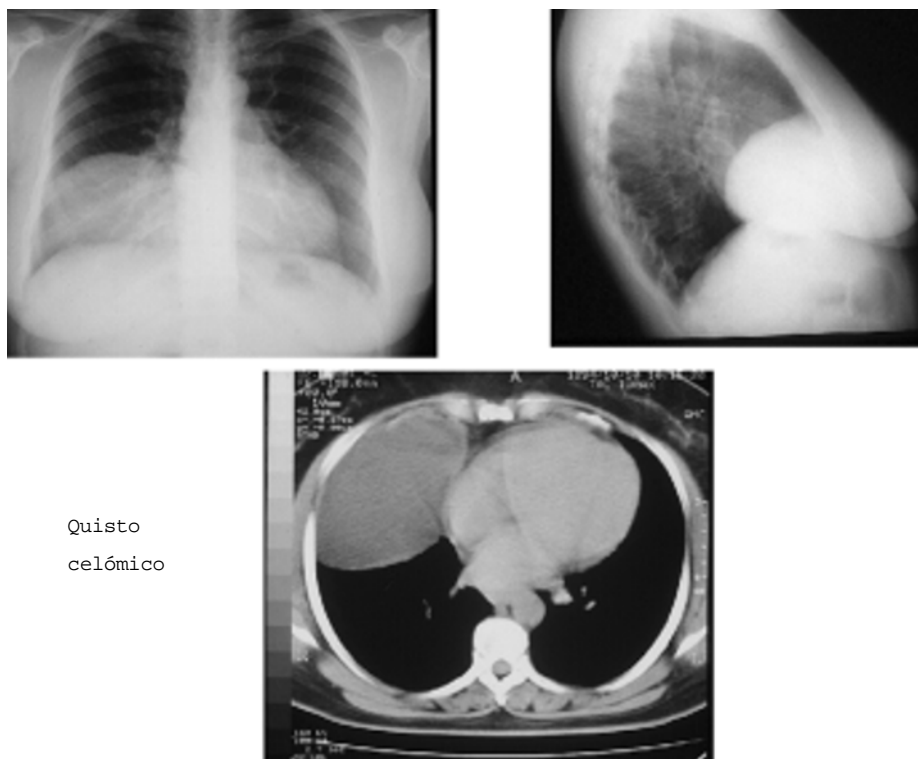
Radiografia simples do tórax, PA e perfil e corte de TC de quisto, à direita.
